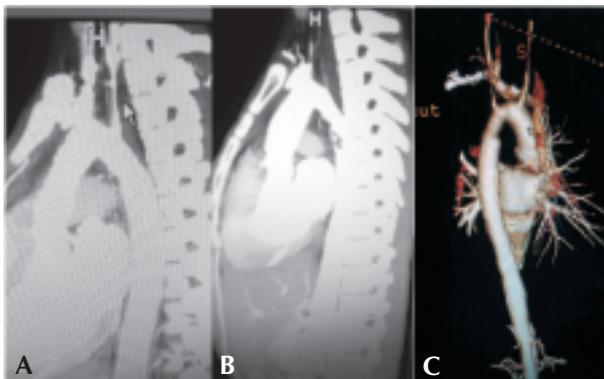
Angio-TAC de grandes vasos: A: estenosis de subclavia izquierda (marcada con flecha). B y C: estenosis de aorta.
